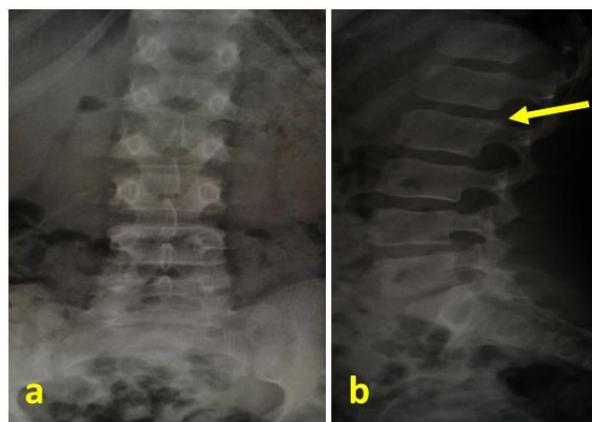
Radiographie lombaire de face (a) et profil(b) objectivant une très discrète excroissance osseuse au niveau du coin postéro-supérieur de L2 (b). *Frontal lumbar x-ray (a) and profile (b) showing a very discreet bone growth at the level of the postero-superior corner of L2 (b).*
